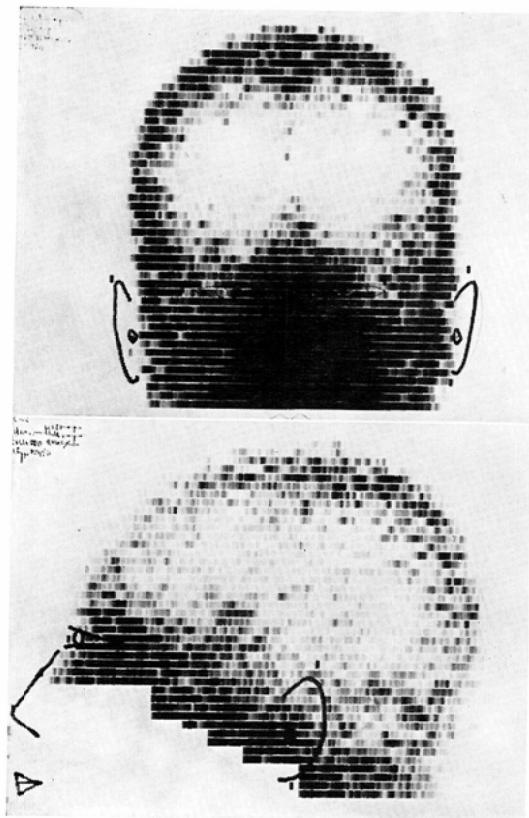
Case 1. Brain scintigram of pituitary adenoma's patient.
